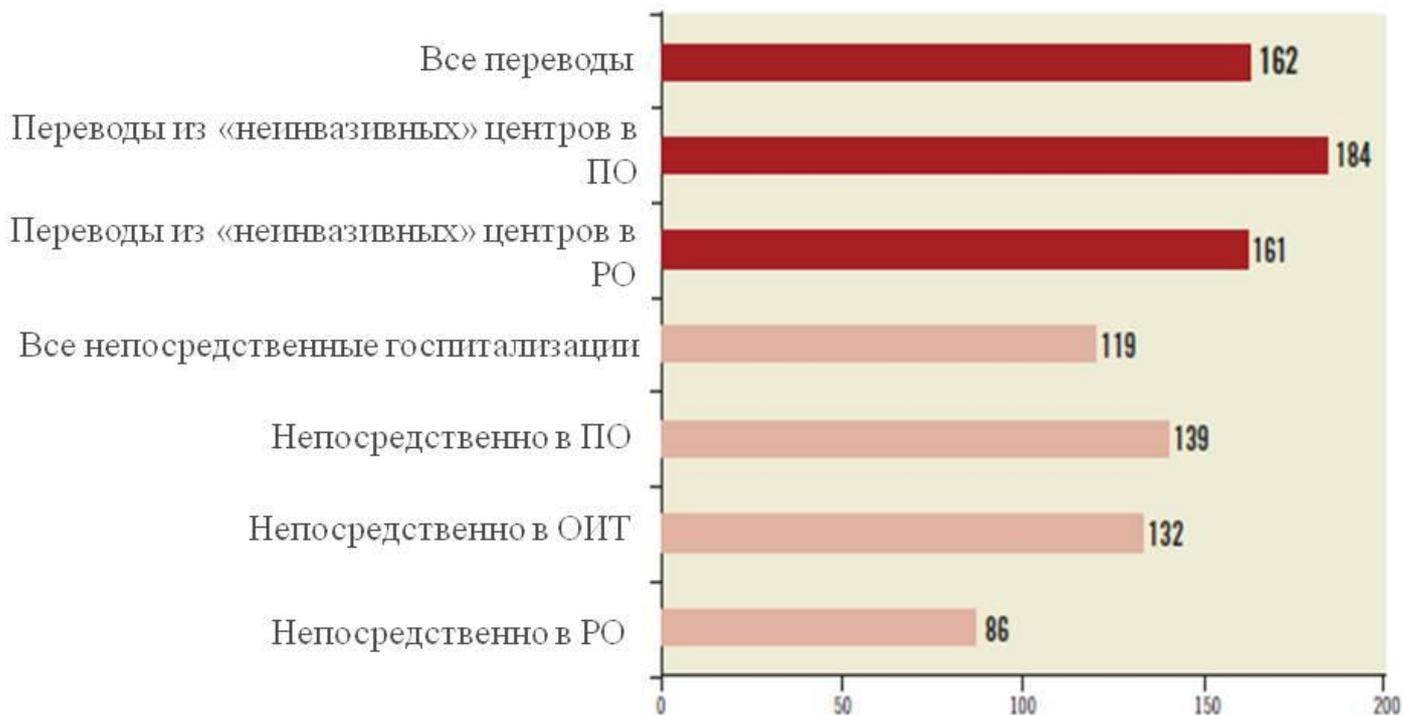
Медиана времени «дверь-баллон» (в мин.) в проекте NIAP (7). ОИТ – отделение интенсивной терапии; ПО – приемное отделение; РО – рентген-операционная.
